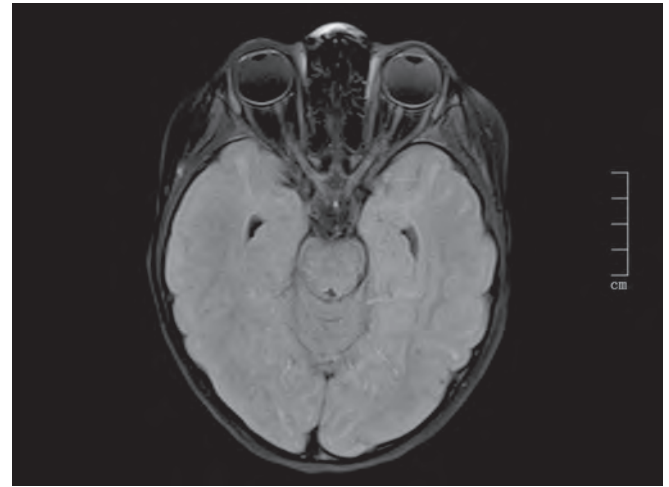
МРТ пациентки в 1-е сутки проявления неврологической токсичности блинатумомаба. В режиме T2-FLAIR определяется слабовыраженный перивентрикулярный отек/глиоз, преимущественно в области задних рогов боковых желудочков
